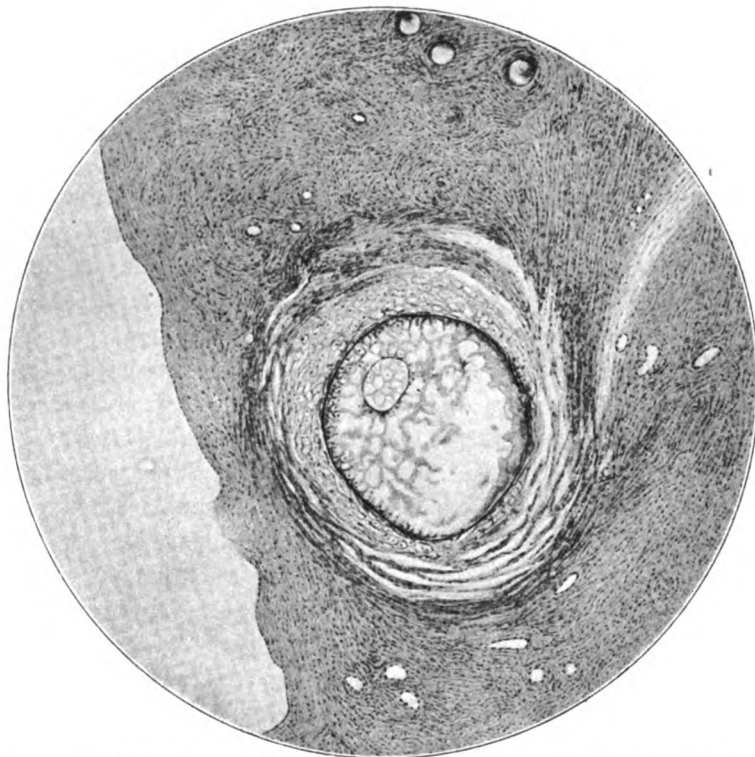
(Aus Reifferscheid: Die Röntgentherapie in der Gynäkologie, Leipzig 1911.)
